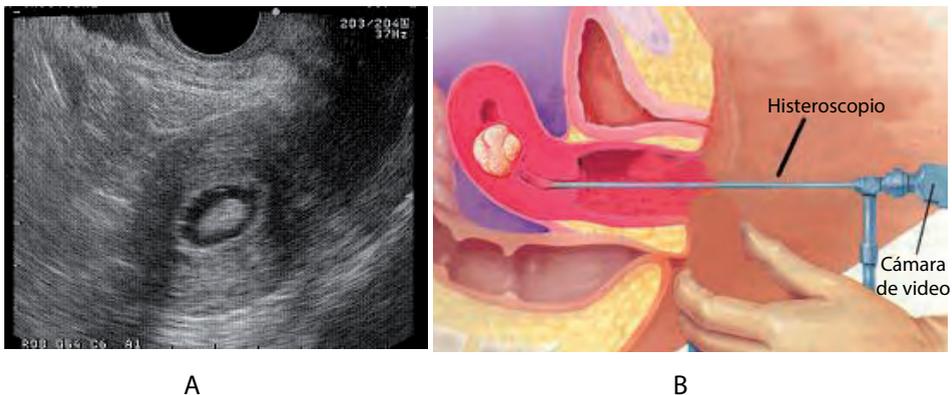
Ecografía transvaginal e histeroscopia. A: Ecografía transvaginal que muestra pólipo endometrial. B: Histeroscopia que muestra el abordaje vía transcervical, diagnóstica y operatoria. (Tomado de: <http://www.ginecoobstetricia.cl/ZF/imagenes/histeroscopia.gif>).
